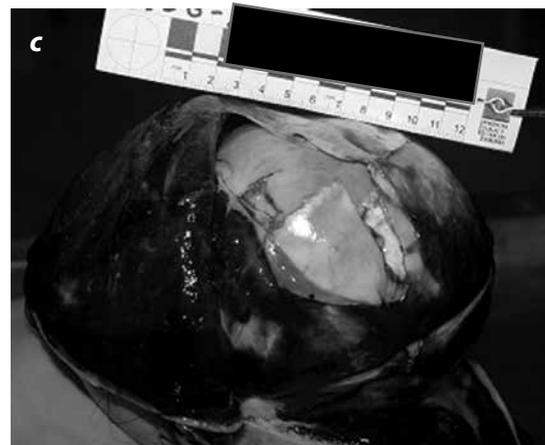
Radiografías del cráneo del cadáver de un lactante de 6 meses que transportaba en un autobús, en los brazos de su madre, cuando este colisionó con otro vehículo. El menor fue eyectado hacia el frente del autobús y sufrió un trauma craneoencefálico que le causó la muerte. En la disección del cráneo del cadáver se observa la fractura conminuta en la región frontoparietal izquierda, con un extenso hematoma subgaleal.
